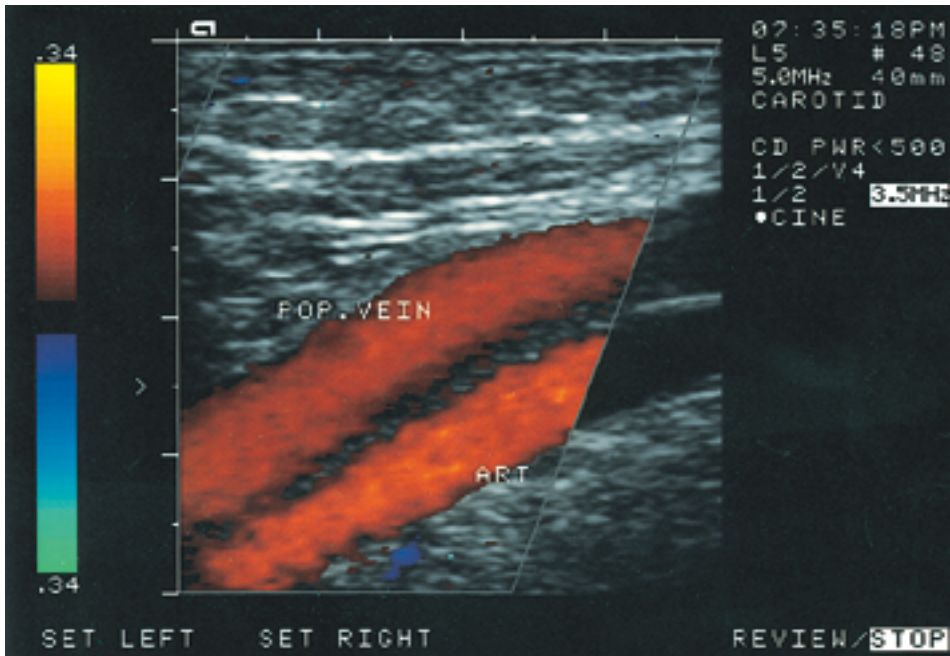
Έγχρωμη Doppler απεικόνιση της ιγνυακής αρτηρίας (κόκκινο χρώμα) και της ιγνυακής φλέβας (μπλέ χρώμα).
